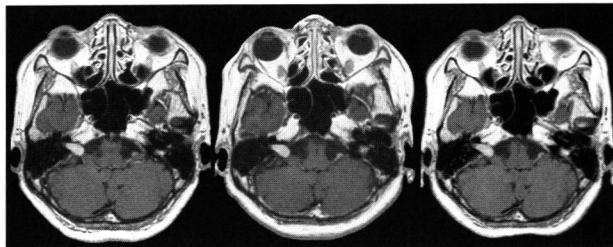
(Case 1) Change of tumor size on enhanced MRI.
